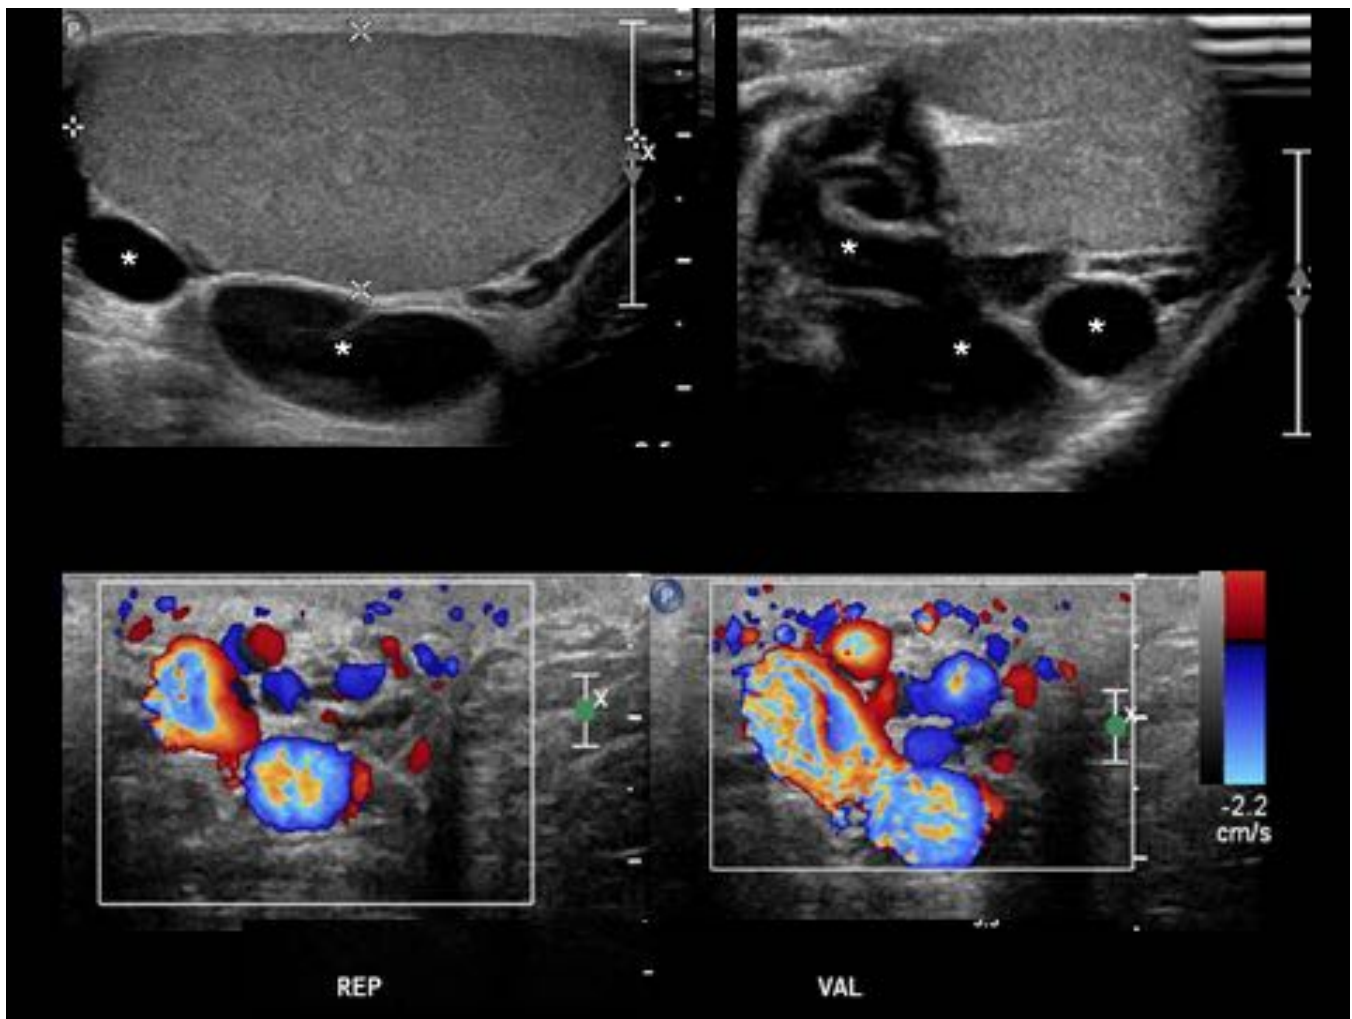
Varicocele. Estructuras tubulares en la bolsa izquierda posteriores al testículo, de 5mm en reposo que aumenta a 7mm con el Valsalva, lo mismo que el flujo en el Doppler color (variz grado 5 sobre 5).
